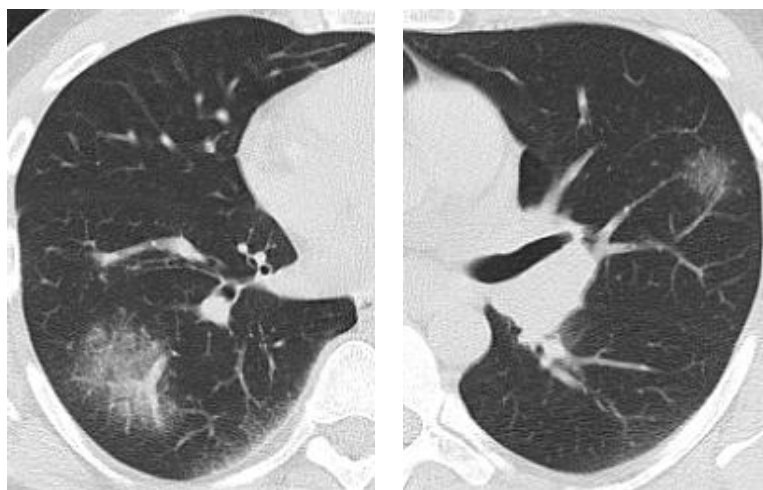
КТ хворого П., 23 років (два аксіальних зрізи): саркоїдоз II стадії – рідкісний випадок симптому «матового скла» за відсутності вузликового патерну ураження паренхіми
